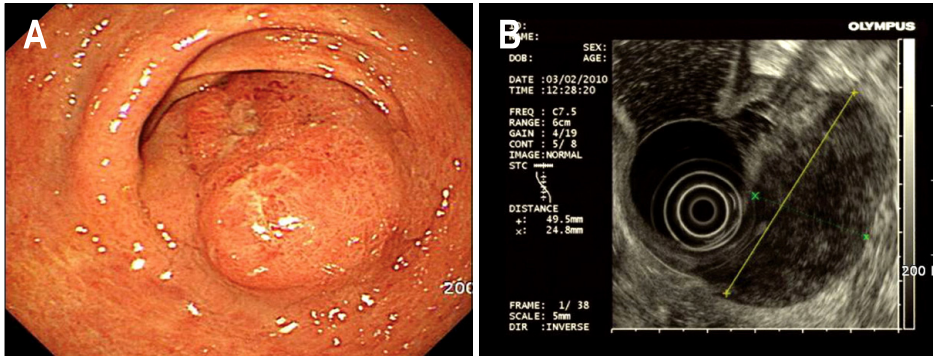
Gastroscopic and endoscopic ultrasonographic findings. (A) They showed elevated lesion with focal erosion and ulcer in the greater curvature of the gastric lower body to antrum. (B) Reticular high echogenic speckles were observed in the low echogenic tumor.
